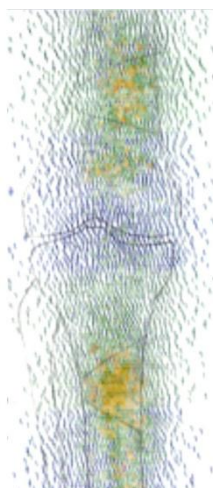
Сцинтиграмма области коленного сустава больного после устранения варусной деформации
